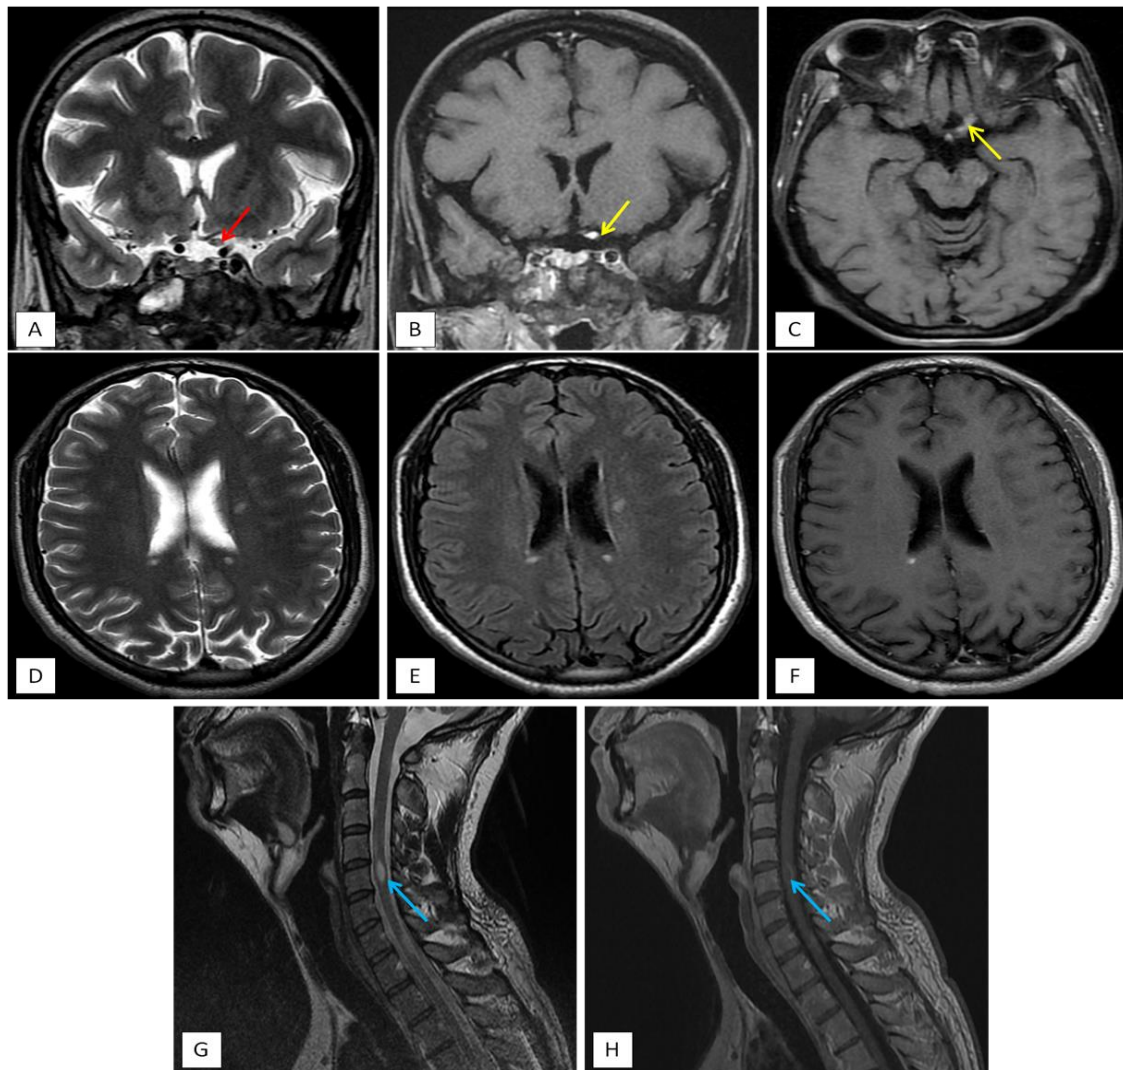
L'IRM cérébrale objective la présence d'un hypersignal en T2 (flèche rouge : coupe coronale : A) et d'une prise de contraste focale en T1 SAT FAT (flèches jaunes : coupe coronale : B, coupe axiale : C) du nerf optique gauche dans sa portion pré-chiasmatique qui est hypertrophié comparativement au côté controlatéral. Elle objective aussi la présence de multiples hypersignaux péri-ventriculaire de la SB sus et sous tentorielles en T2 (coupe axiale : D) et FLAIR (coupe axiale : E), dont la majorité prennent le contraste d'une façon nodulaire ou annulaire après injection de Gadolinium (coupe axiale : F).
